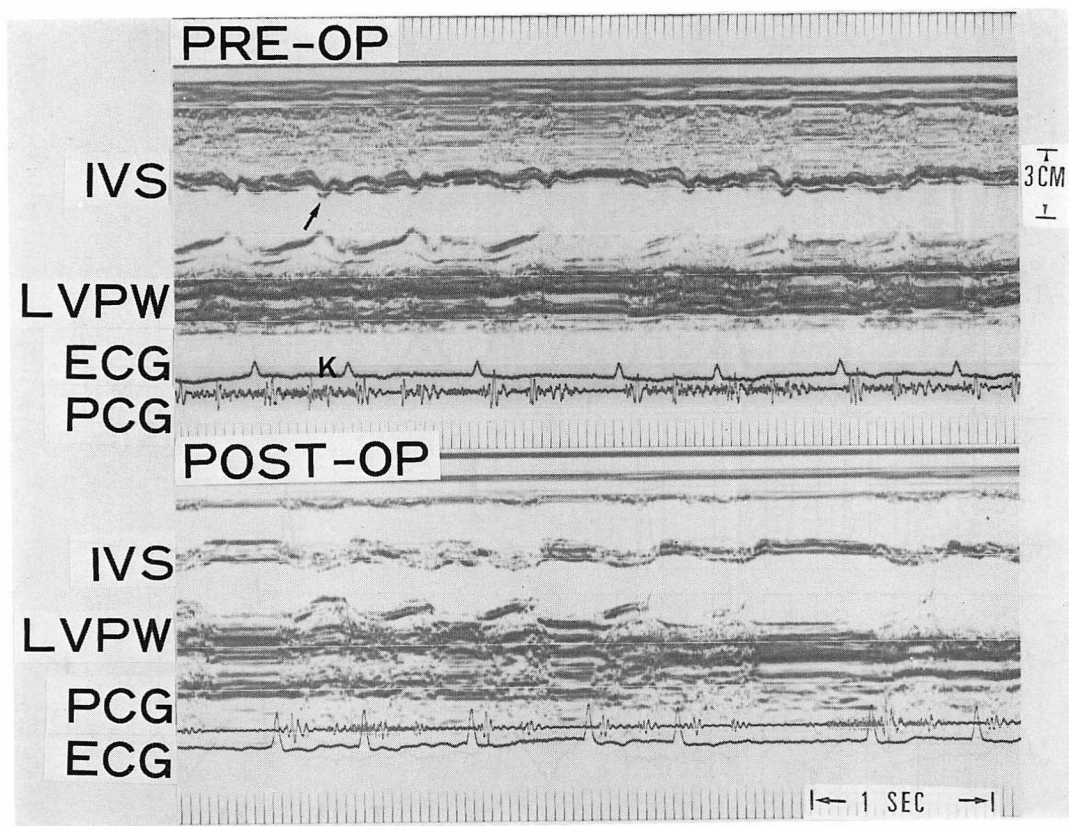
Pre- and post-operative echocardiograms in constrictive pericarditis (Case 2). Note that abnormal early diastolic septal motion (arrow) disappears post-operatively.
